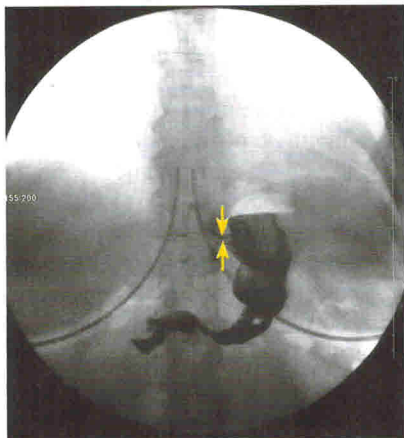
Пациентка Г. Рентгеноскопия в прямой проекции стоя. Стрелками указано неполное смыкание кардии
